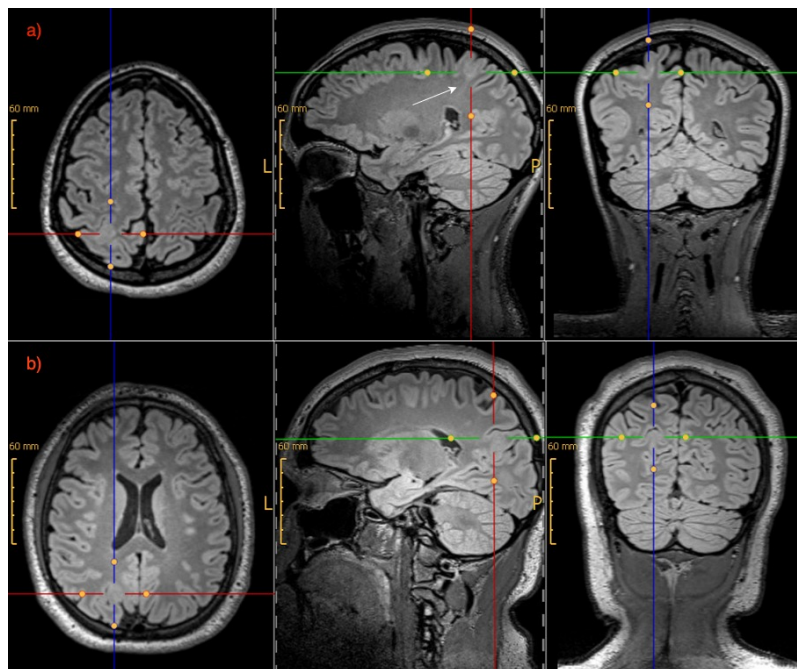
Charakteristische MRT-Merkmale von fokalen kortikalen Dysplasien (FCD)
